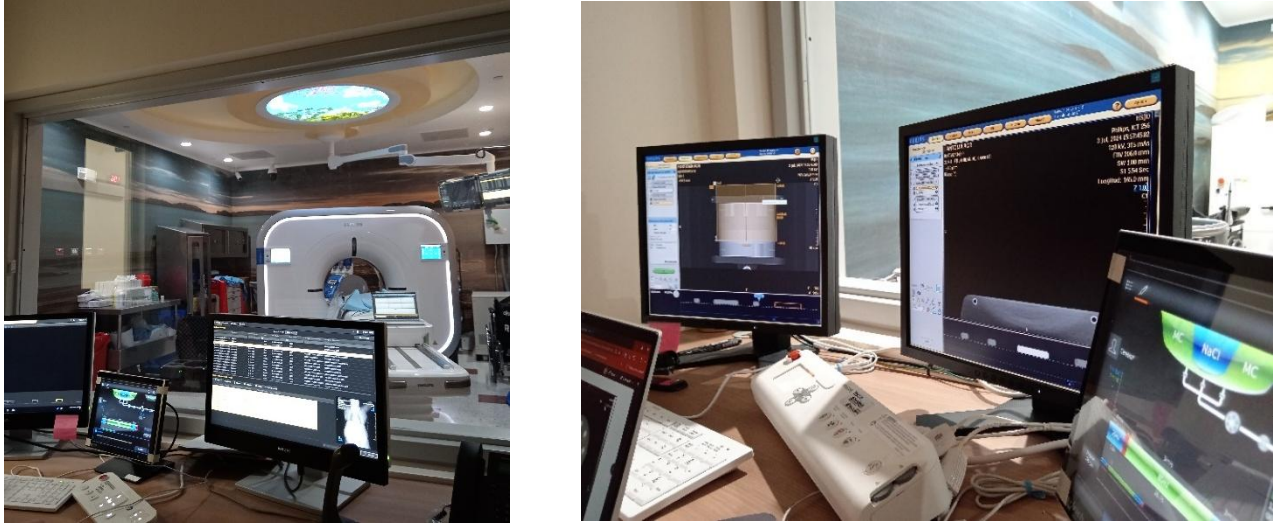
Tubo de Rayos X de un CT, marca Philips, modelo iCT, Servicio de Radiología e Imágenes Médicas del Hospital San Juan de Dios, San José, Costa Rica.
